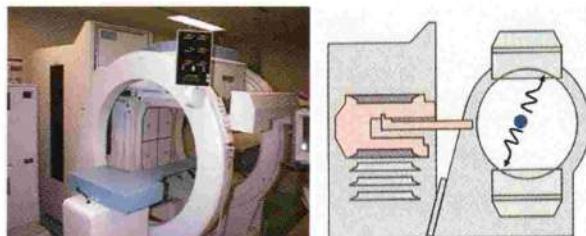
VERTEX Plus MCD SPECT 装置
